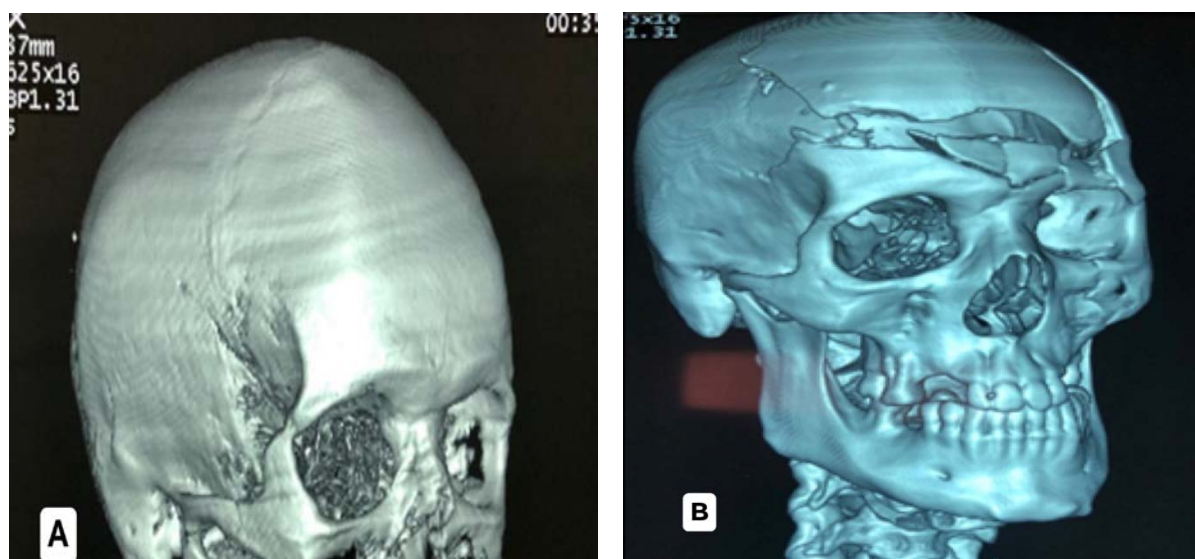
TDM en reconstruction 3D
